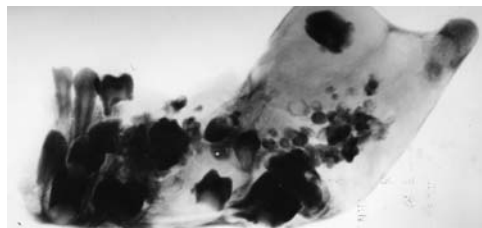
Рентгенограмма препарата левой половины нижней челюсти в боковой проекции. Множество зубоподобных образований и зубов на разной стадии формирования на фоне участков разрежения. Челюсть увеличена в объеме за счет вздутия в области ветви, включая отростки, корковый слой истончен, реакция надкостницы отсутствует. Составная одонтома
